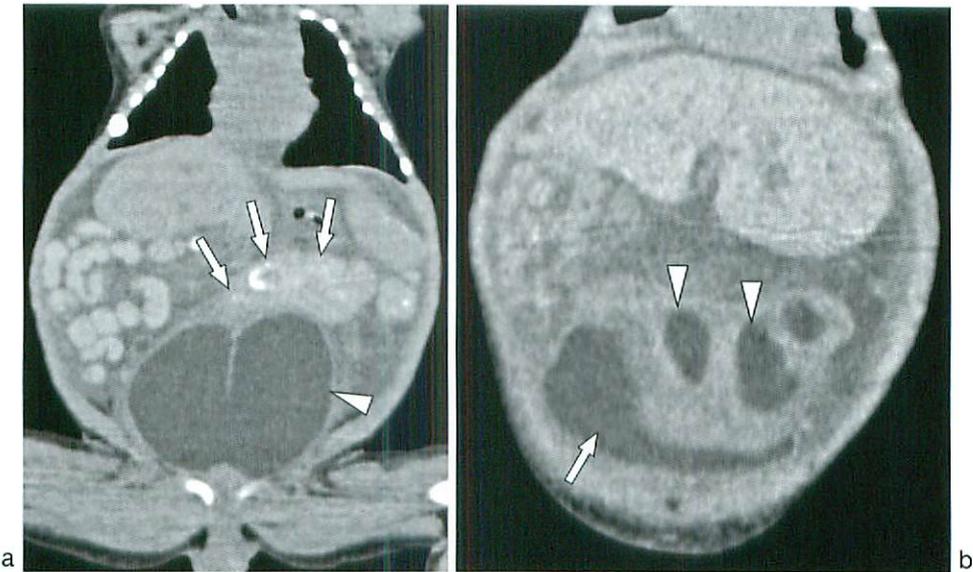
Postnatal CT findings
